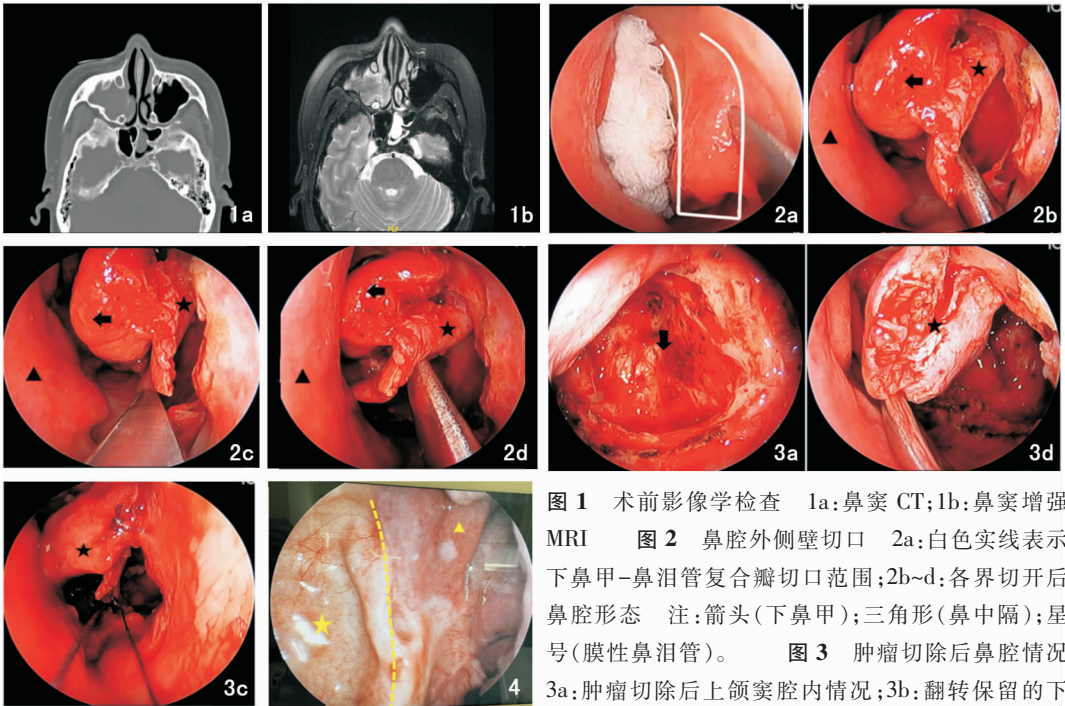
术前影像学检查 1a:鼻窦CT;1b:鼻窦增强MRI 图2 鼻腔外侧壁切口 2a:白色实线表示下鼻甲-鼻泪管复合瓣切口范围;2b~d:各界切开后鼻腔形态 注:箭头(下鼻甲);三角形(鼻中隔);星号(膜性鼻泪管) 图3 肿瘤切除后鼻腔情况 3a:肿瘤切除后上颌窦腔内情况;3b:翻转保留的下鼻甲-鼻泪管复合瓣;3c:缝合复位下鼻甲-鼻泪管复合瓣 注:箭头(窦腔);星号(下鼻甲-鼻泪管复合瓣) 图4 术后典型病例内镜复查 注:三角形(后鼻孔);星号(窦腔);黄色线条为切除了鼻腔外侧壁后形成的上颌窦裂孔的下缘和后缘。
